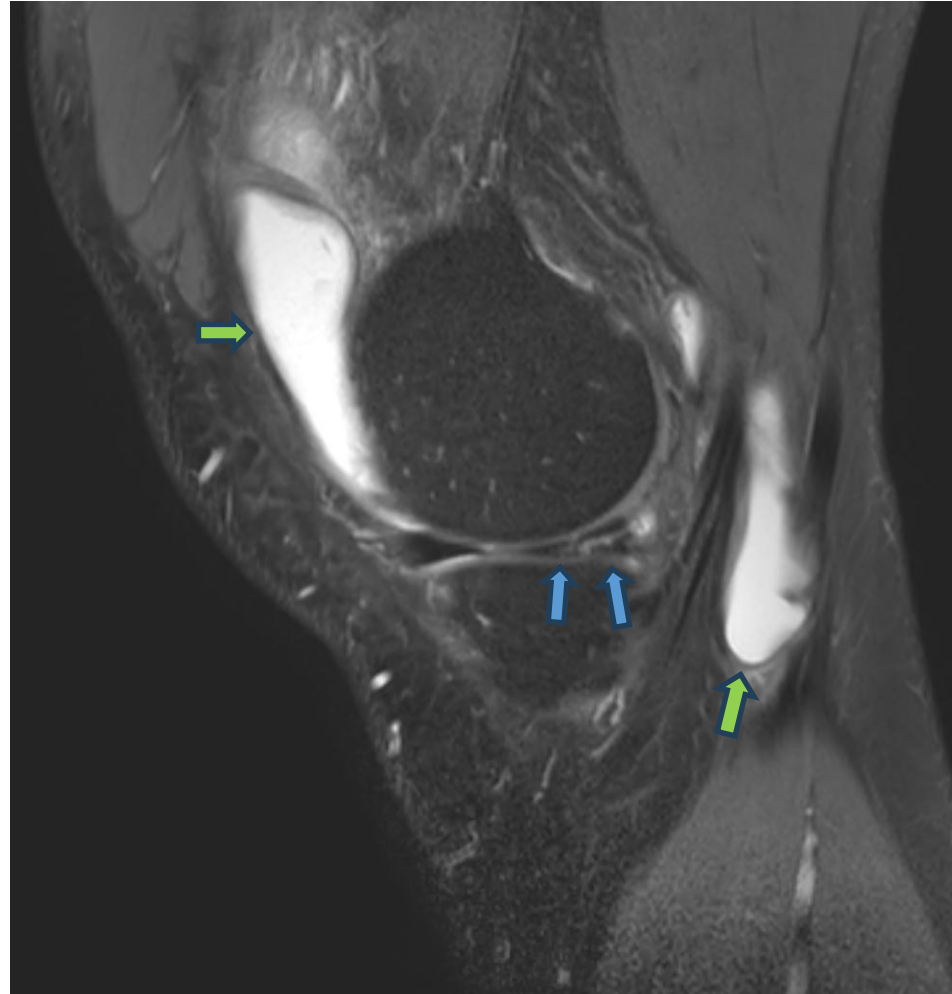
RM de rodilla, sagital en secuencia T2.
